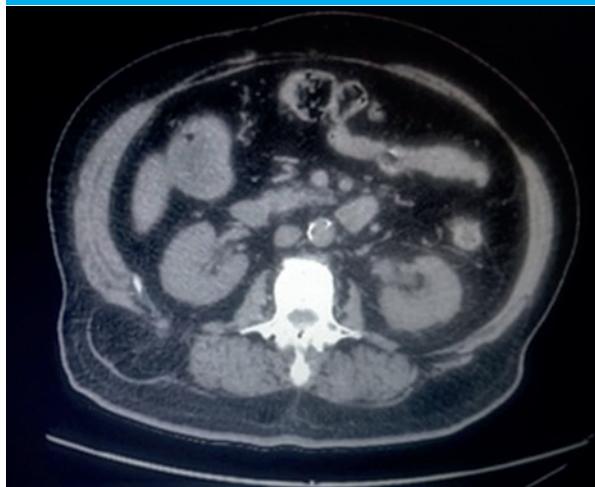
Imagen en la TC. Hernia lumbar derecha.
